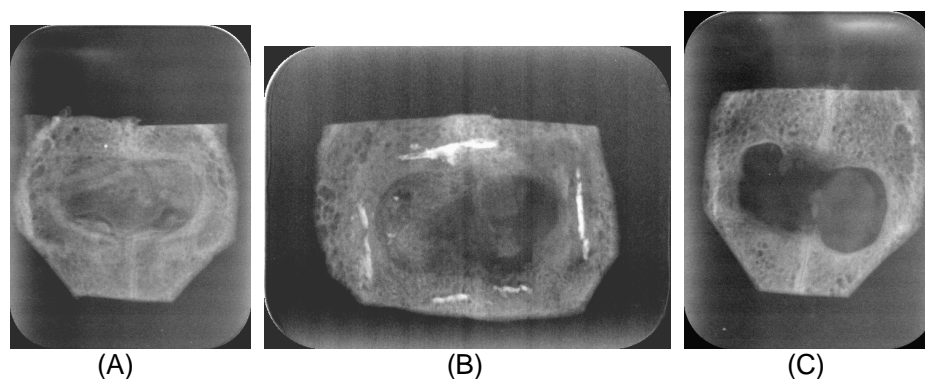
radiografia digital 60 dias após a cirurgia (A) Grupo A (Látex), (B) Grupo B (PTFE) e (C) Grupo C (Controle)
